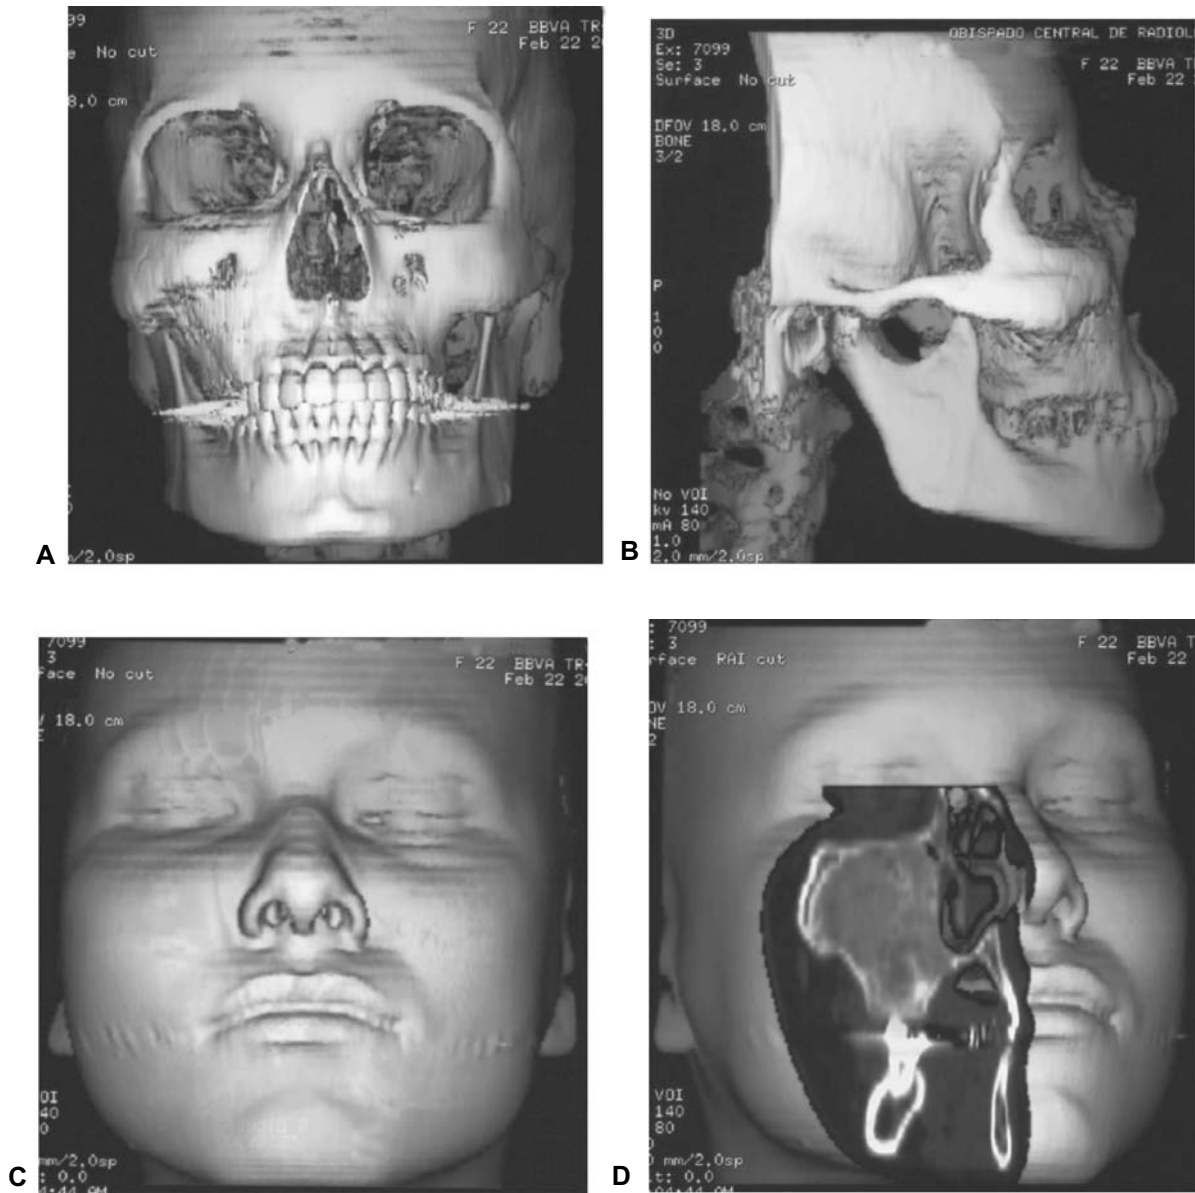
El TAC de reconstrucción ha evolucionado de ofrecer únicamente la imagen del esqueleto (A y B), al involucramiento de estructuras de tejidos blandos (C), y su relación con las estructuras óseas (D).
